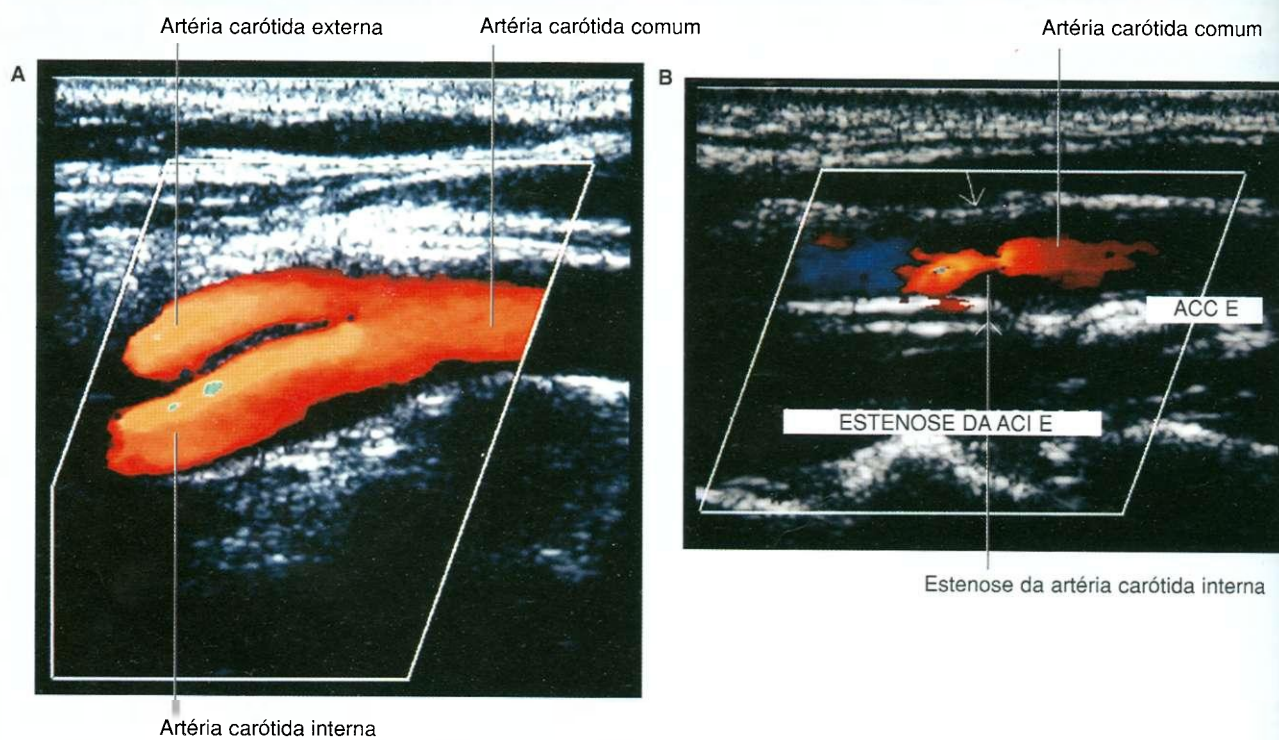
Ultra-sonografias. A. Bifurcação da carótida normal. B. Estenose da artéria carótida interna.
